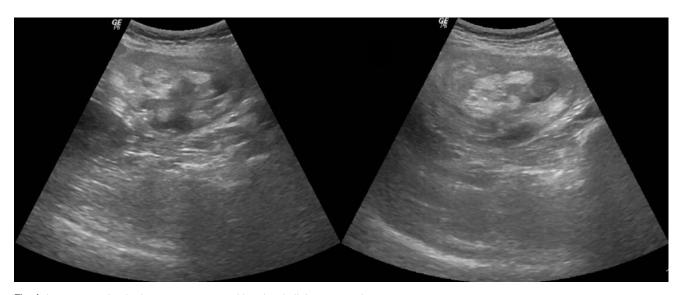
Intussusception in the cecum was noted in a local clinic sonography.
